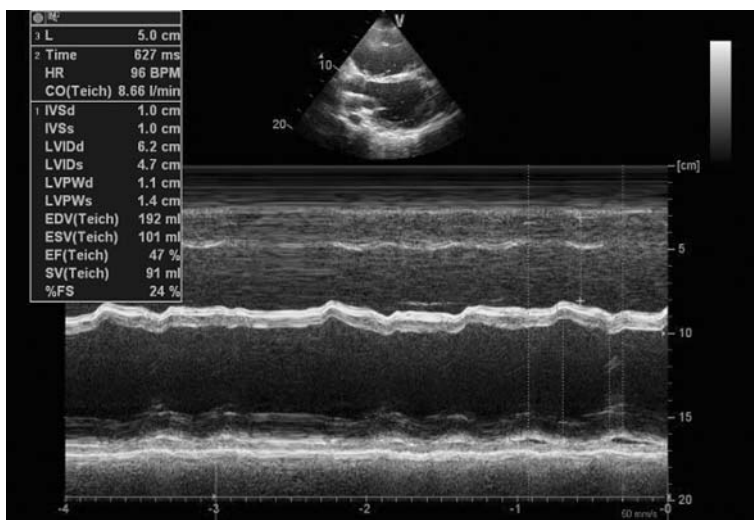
Эхокардиограмма пациента Д. В., выполненная до имплантации ИЖС
